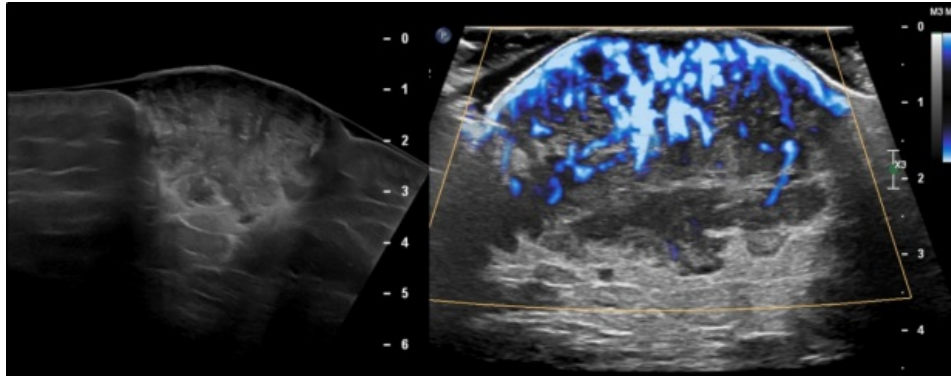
Izq.: Ultrasonido en escala de grises de la lesión en región glútea, donde se observa lesión de bordes lobulados de ecogenidad heterogénea. Der.: Ultrasonido Doppler con detección de microflujo que muestra alta vascularización.
